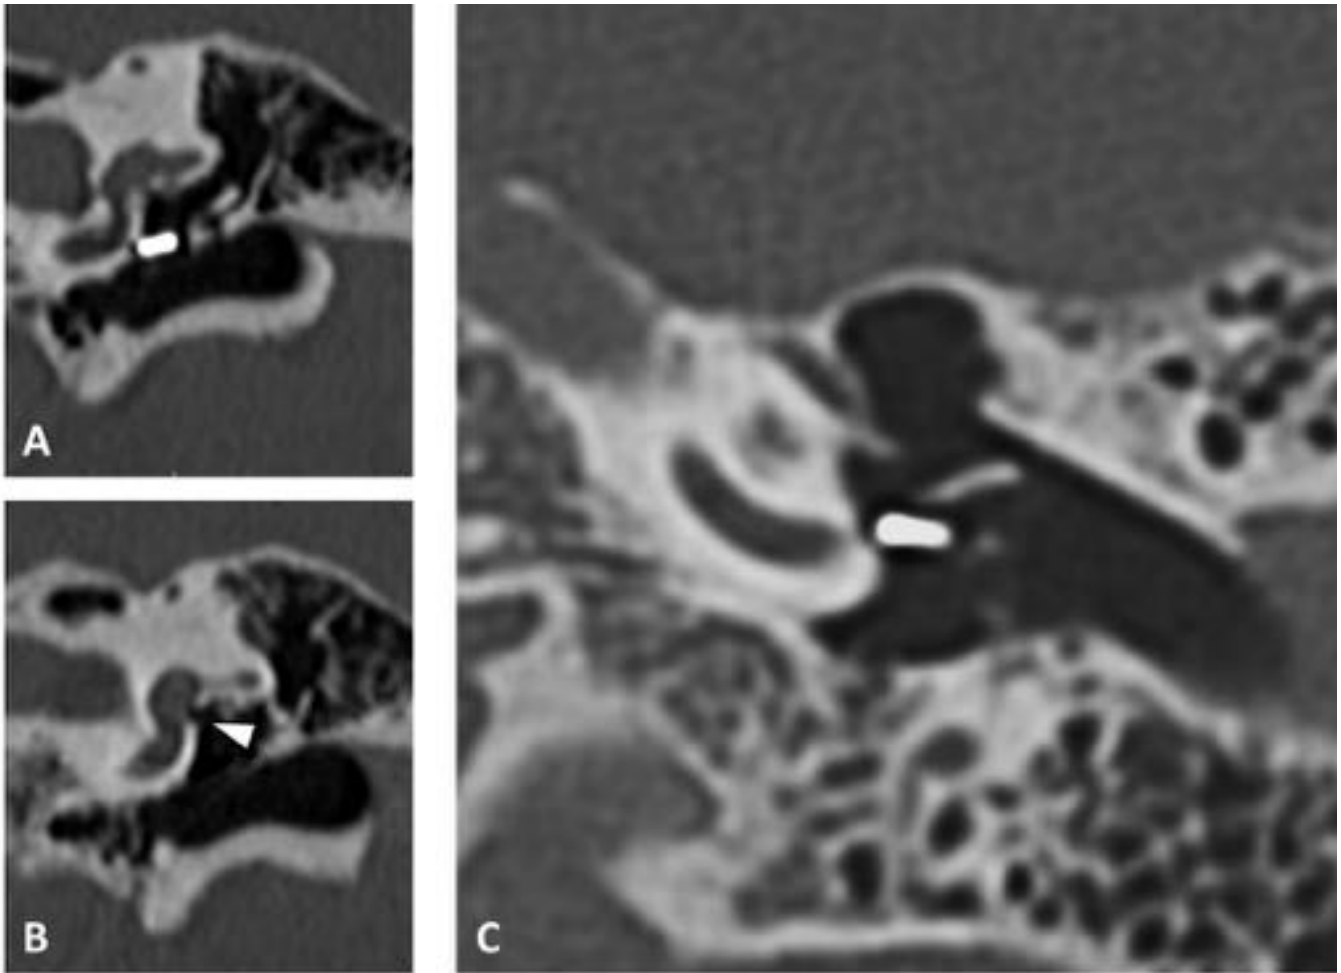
Imagen de reconstrucción multiplanar oblicua de una TC del oído medio que muestra una prótesis de tipo «TORP» bien posicionada y articulada con la ventana oval.
